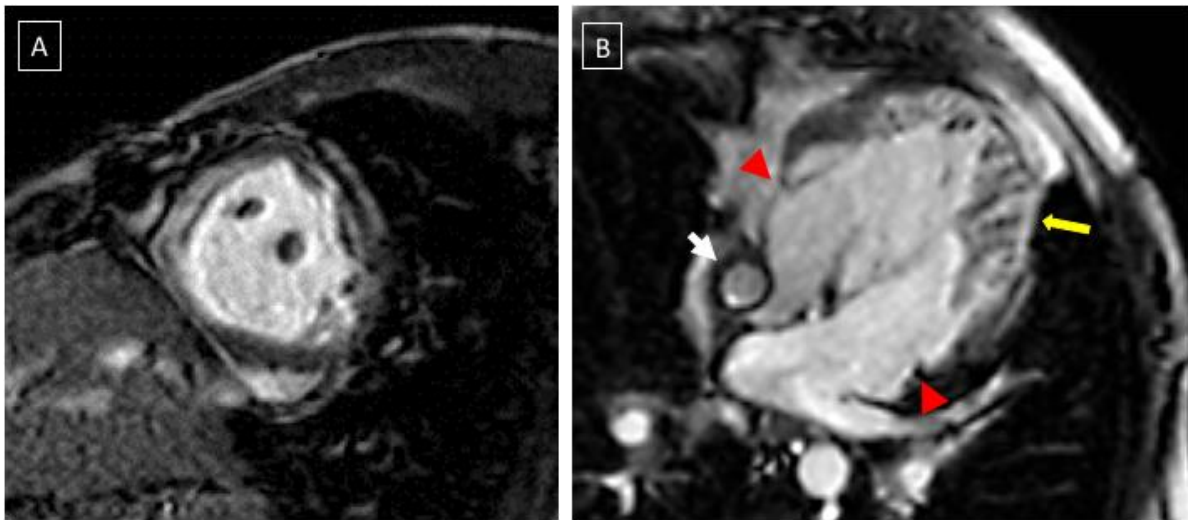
Imágenes de Resonancia magnética cardiaca de paciente con VU de doble entrada y cámara única. Secuencia cine Echo de Gradiente Cine sangre blanca en eje corto (A) y en 4 Cámaras (B). Aumento de trabeculación del borde endocárdico del ápex y pared lateral posterior izquierda (flecha amarilla). Pueden identificarse las dos válvulas AV en el mismo plano (cabezas de flecha). Conducto de Fontan extra cardíaco (flecha blanca) (B). Imágenes cedidas por la Dra. Bret.
